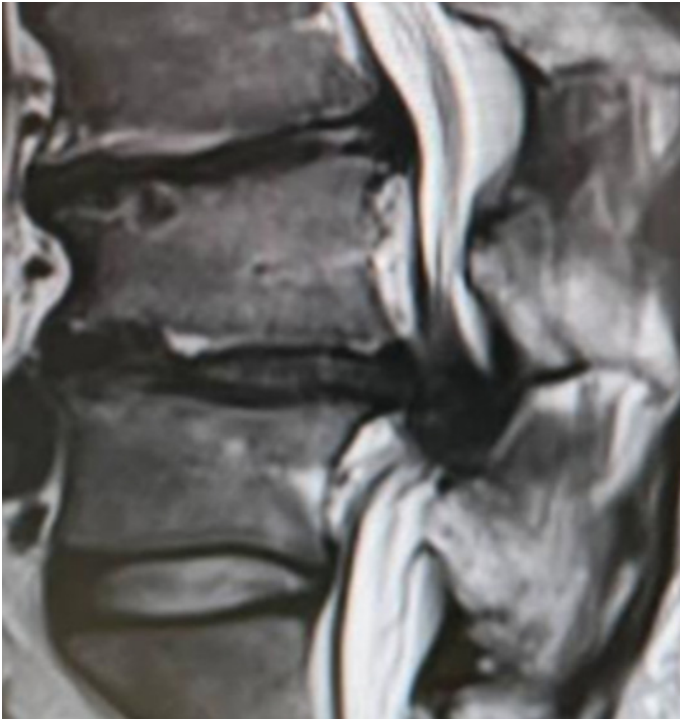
Sagittal MRI slice of the lumbar spine in T2 sequence showing severe canal stenosis caused by a voluminous posteromedian disc herniation severely compressing the dural sac.
